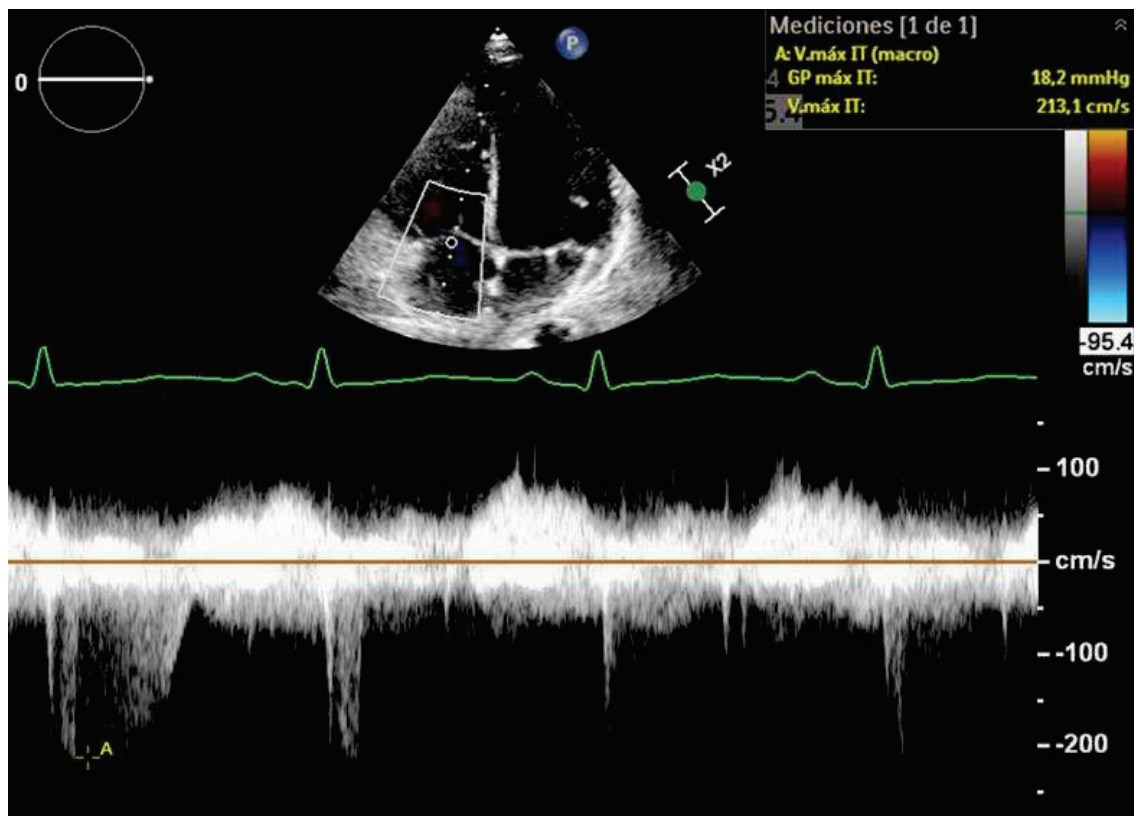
Trazado *Doppler* de insuficiencia tricuspídea y su gradiente pico que estima la presión en la arteria pulmonar. (Imagen de autoría propia)
